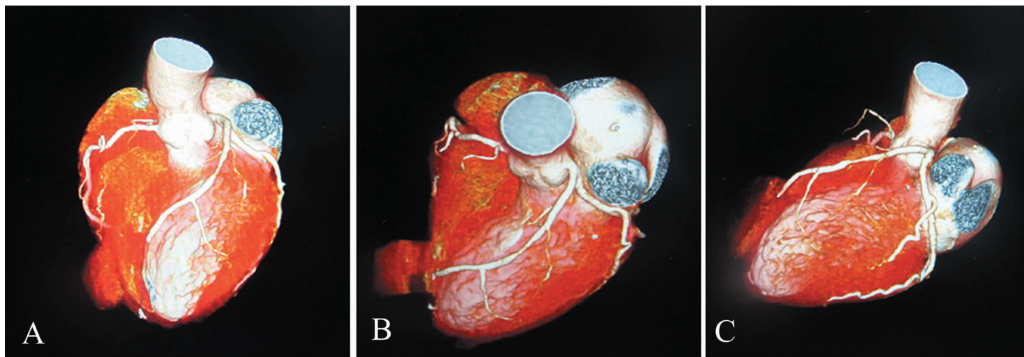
1 例多发性大动脉炎致心肌梗死患者冠状动脉 CT
